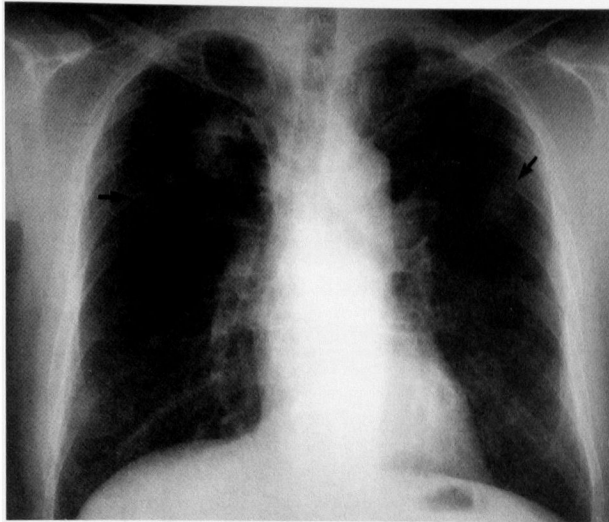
Chest X-ray on admission. Coin lesions are seen in both upper lung fields.
